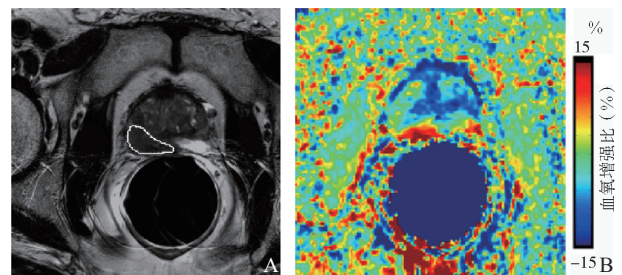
BOLD-MRI对CTV边界进行检验^[25]
